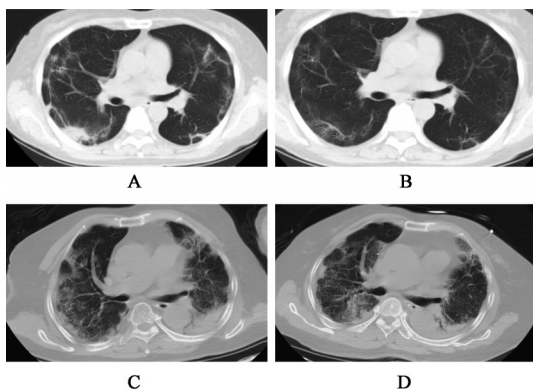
两组患者典型患者治疗前后胸部 CT 影像表现
